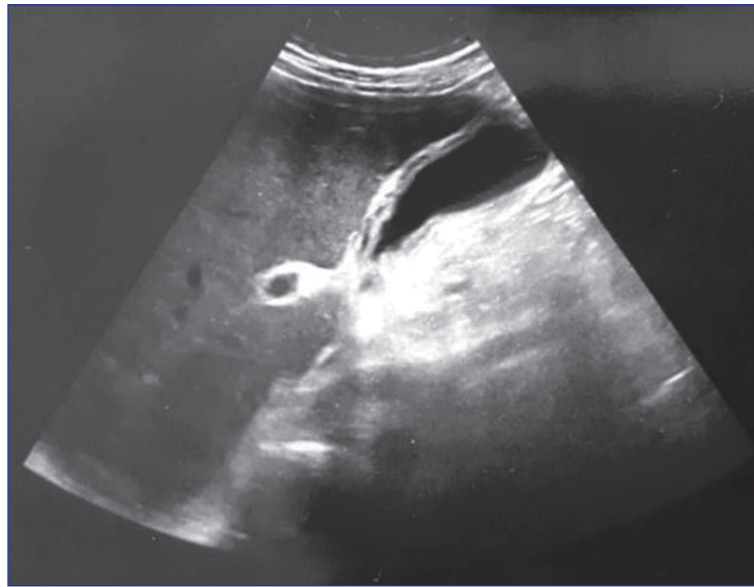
Échographie abdominale montrant un épaississement de 5,4 mm de la paroi de la vésicule biliaire sans lithiasie vésiculaire, aspect en faveur d'une cholécystite aiguë alithiasique.
